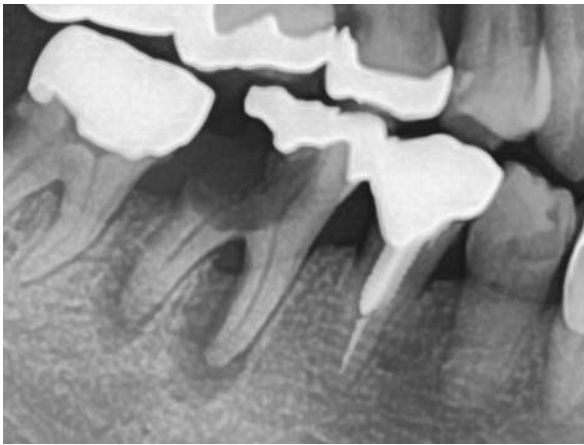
Radiograph before extraction.
